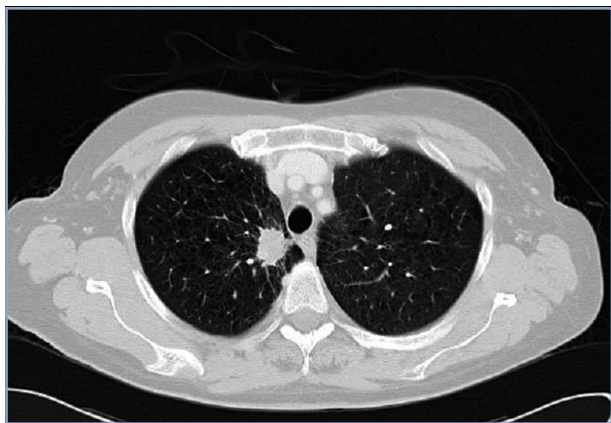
TAC torácico que demuestra nódulo pulmonar espiculado en segmento apical del lóbulo superior derecho con retracción pleural mediastínica adyacente de aspecto neoplásico; correspondiente con el tumor primario.
